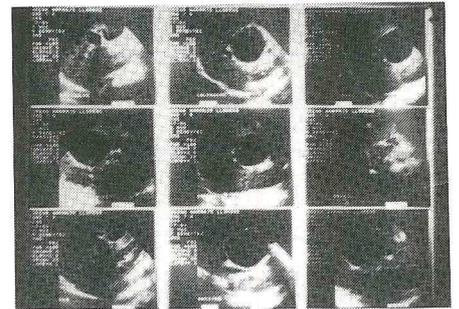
Ecografía del caso número 1: dilatación de vías biliares y del colédoco distal.
